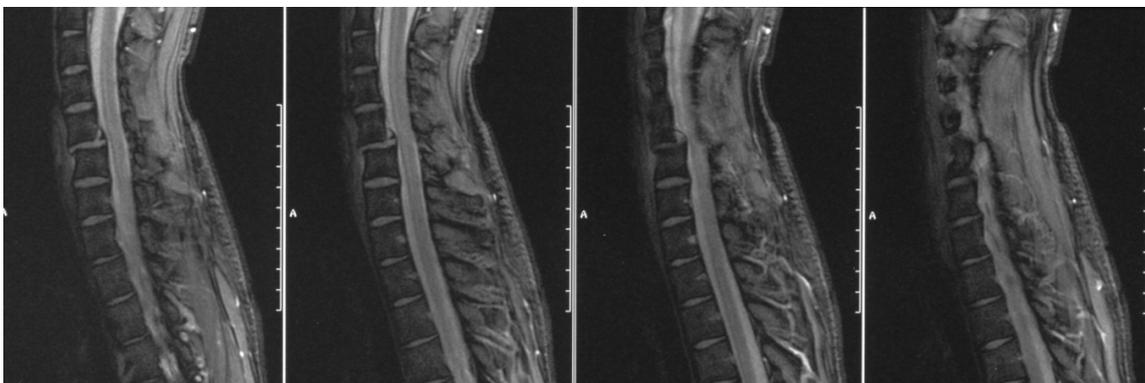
MRT der HWS bei Fraktur des 5.Halswirbels
